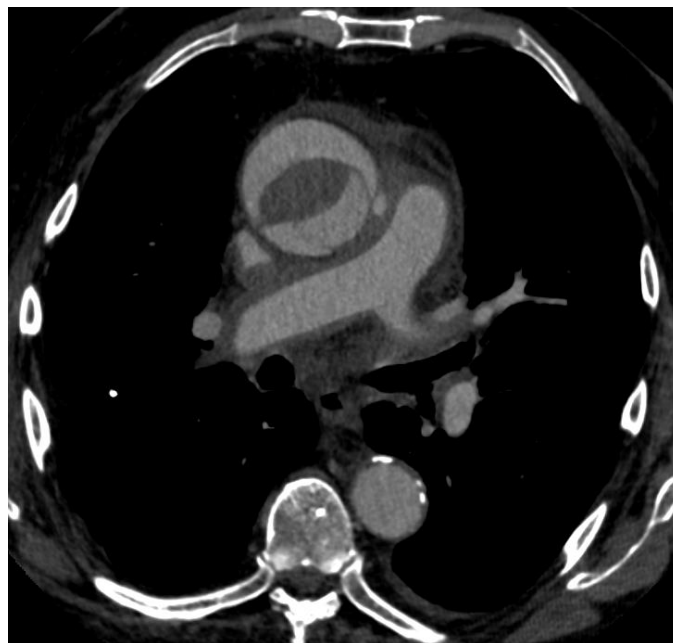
КТ-панаортография (аксиальный срез) с внутривенным контрастированием. Определяется расслаивающая аневризма восходящего отдела аорты (тип II по DeBakey, Stanford A), указывающая на критическую патологию, требующую немедленного вмешательства
